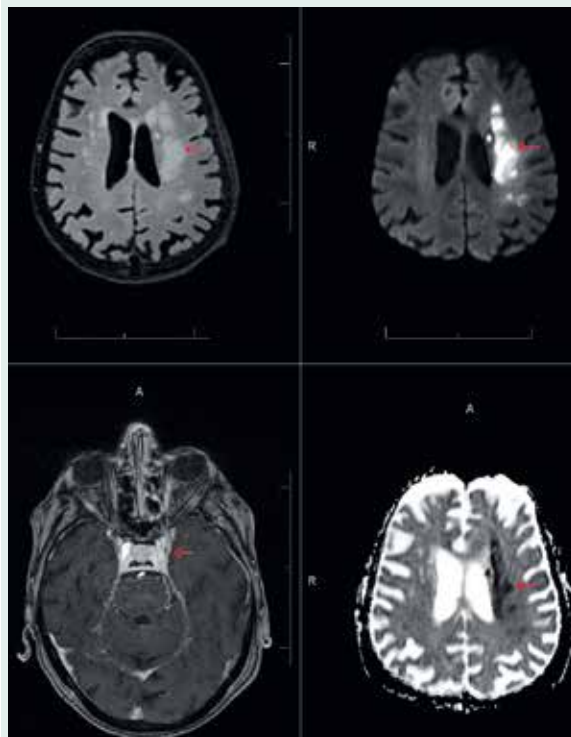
Frische Grenzzoneninfarkte links kettenförmig angeordnet zwischen den Stromgebieten von A. cerebri media und A. cerebri anterior links, flau hyperintens demarkiert in FLAIR (oben links) mit Diffusionseinschränkung (oben rechts) und ADC-Signalabsenkung (unten rechts). Verschluss der intrakraniellen Arteria carotis interna links mit fehlender Kontrastierung in der TOF-MRA nach i.v. Gabe von Gadolinium-haltigem Kontrastmittel (KM, unten links).
